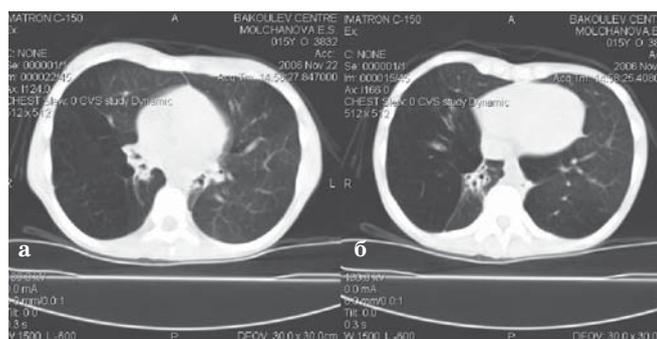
Данные спиральной компьютерной томографии легких пациентки Кати М., 15 лет (а, б – различные срезы).
